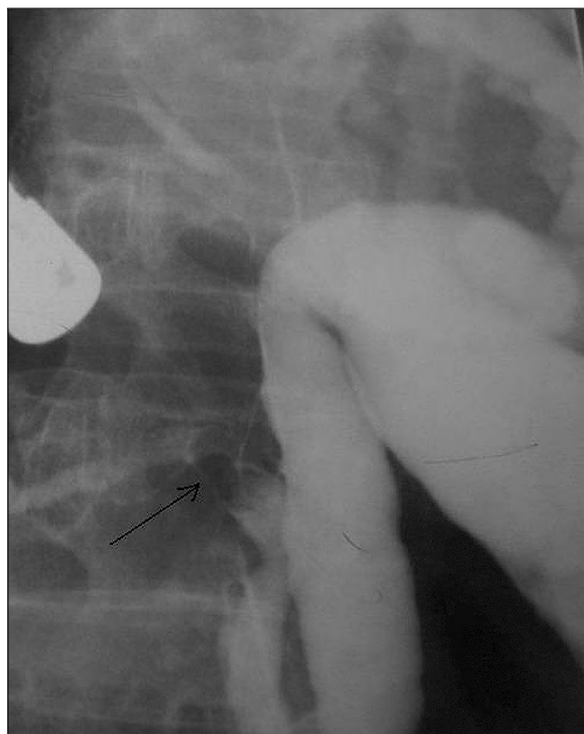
Рентгенограмма. Камень вирсунгова протока. (стрелкой указан камень в протоке, рядом визуализируется расширенный изогнутый холедох, пузырьный проток и часть желчного пузыря)
